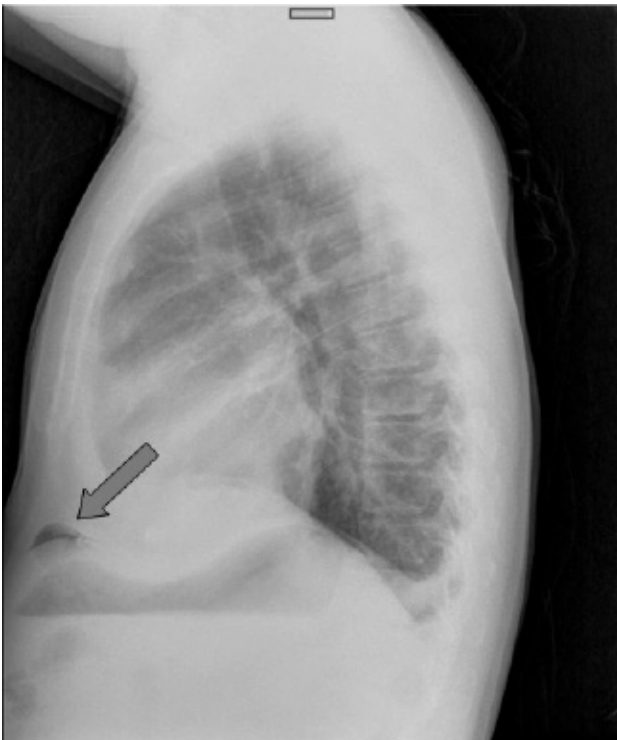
Radiografía lateral de tórax.
